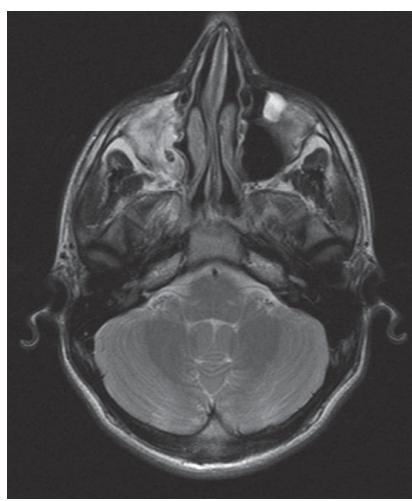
МРТ пациента Л. с хроническим ателектазом верхнечелюстной пазухи
